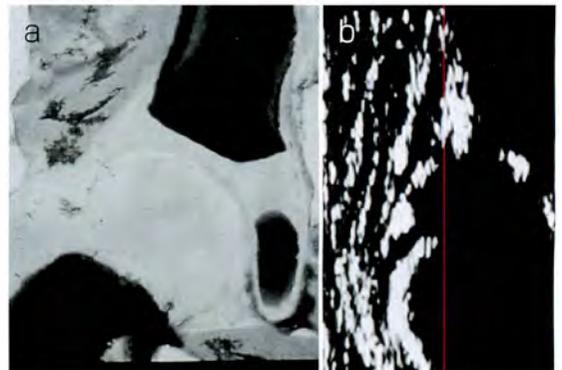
正常股関節の解剖(a)と超音波画像(b)
